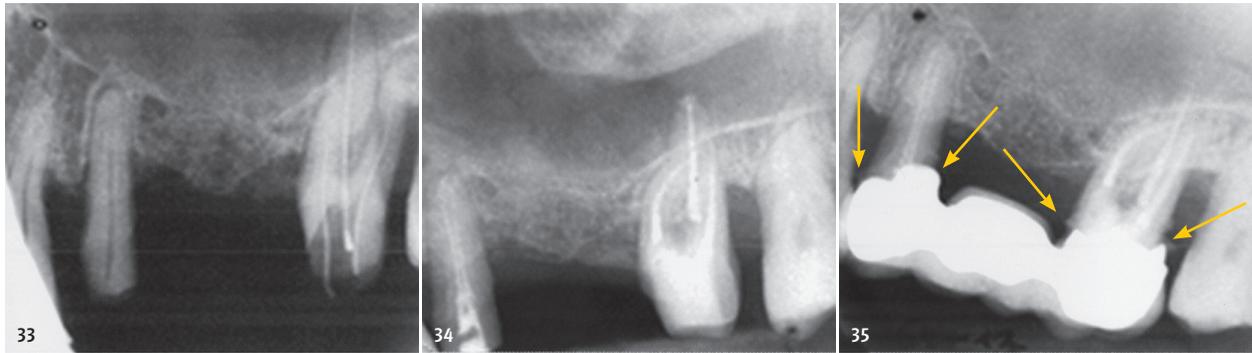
Unabhängig davon, ob bei diesem Zahn (27) auch eine Extraktion wegen des schlechten parodontalen Befundes angeraten gewesen wäre (sowohl überweisende Kollegin als auch Patient wünschten den Erhaltungsversuch), verbessert die suboptimale Qualität des ZE (siehe Pfeile) möglicherweise nicht die Prognose des Zahnes 27 (zeitgleich führte die Kollegin die endodontische Behandlung des Zahnes 25 durch und gliederte nach Abschluss der WKB 27 die Brücke ein). Es wird interessant zu beobachten sein, ob die WF und der Kompositaufbau 27 (ohne intrakanalären Stift) die Qualität haben, dem frei zugänglichen Mundmilieu standhalten zu können – Abschluss der WKB am 5.2.2010, Eingliederung des ZE am 19.2.2010, letzte Röntgenkontrolle am 1.2.2013 (apikal unauffällige Verhältnisse Zahn 27, auch an 25).
